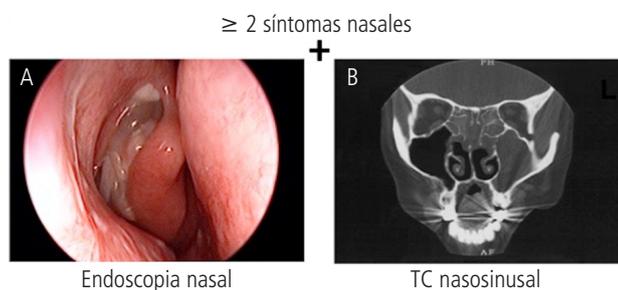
Diagnóstico de rinosinusitis crónica con pólipos nasales en base a síntomas nasosinuales, endoscopia nasal (a) y tomografía computada (b) según las guías internacionales EPOS [1].
